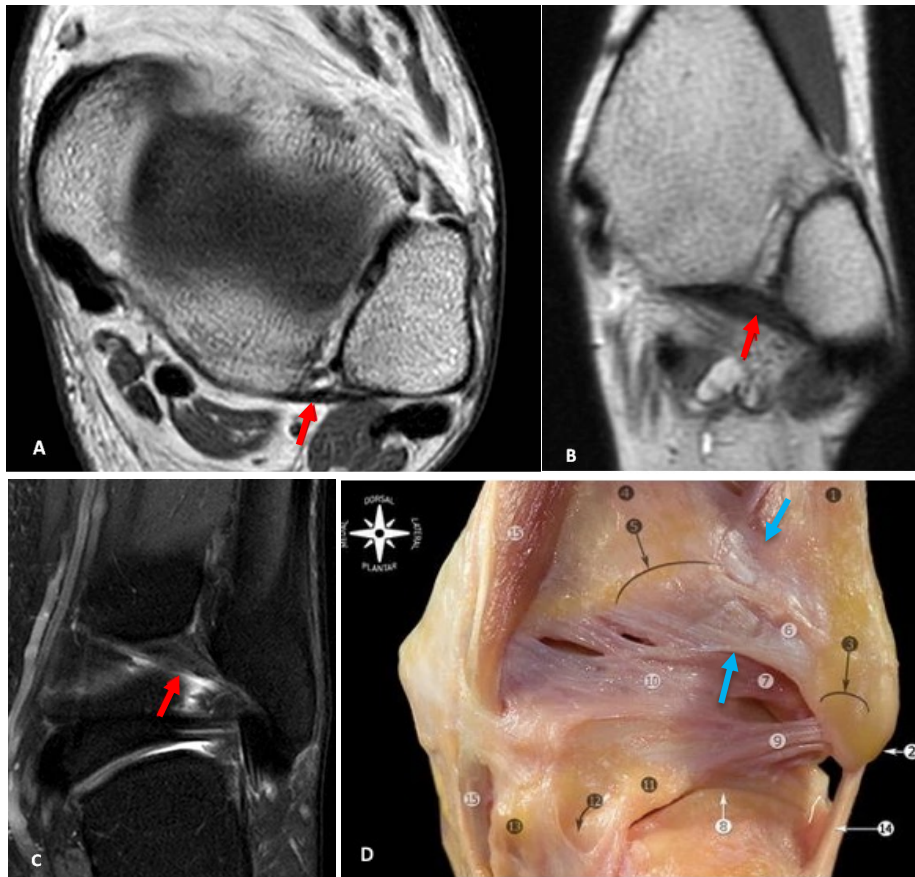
Ligamento interósseo. Dissecção anatômica da região posterior do tornozelo (A) mostra o aspecto multifasciculado do ligamento interósseo (seta azul). Imagem de RM no plano coronal T2 (B) com saturação de gordura mostra o trajeto oblíquo, a origem tibial e a inserção fibular dos fascículos mais posteriores do ligamento interósseo (setas vermelhas). Imagem de RM no plano coronal T2 (C) com saturação de gordura mostra trajeto oblíquo, a origem tibial e a inserção fibular dos fascículos mais anteriores do ligamento interósseo (setas vermelhas). Imagem de RM no plano
